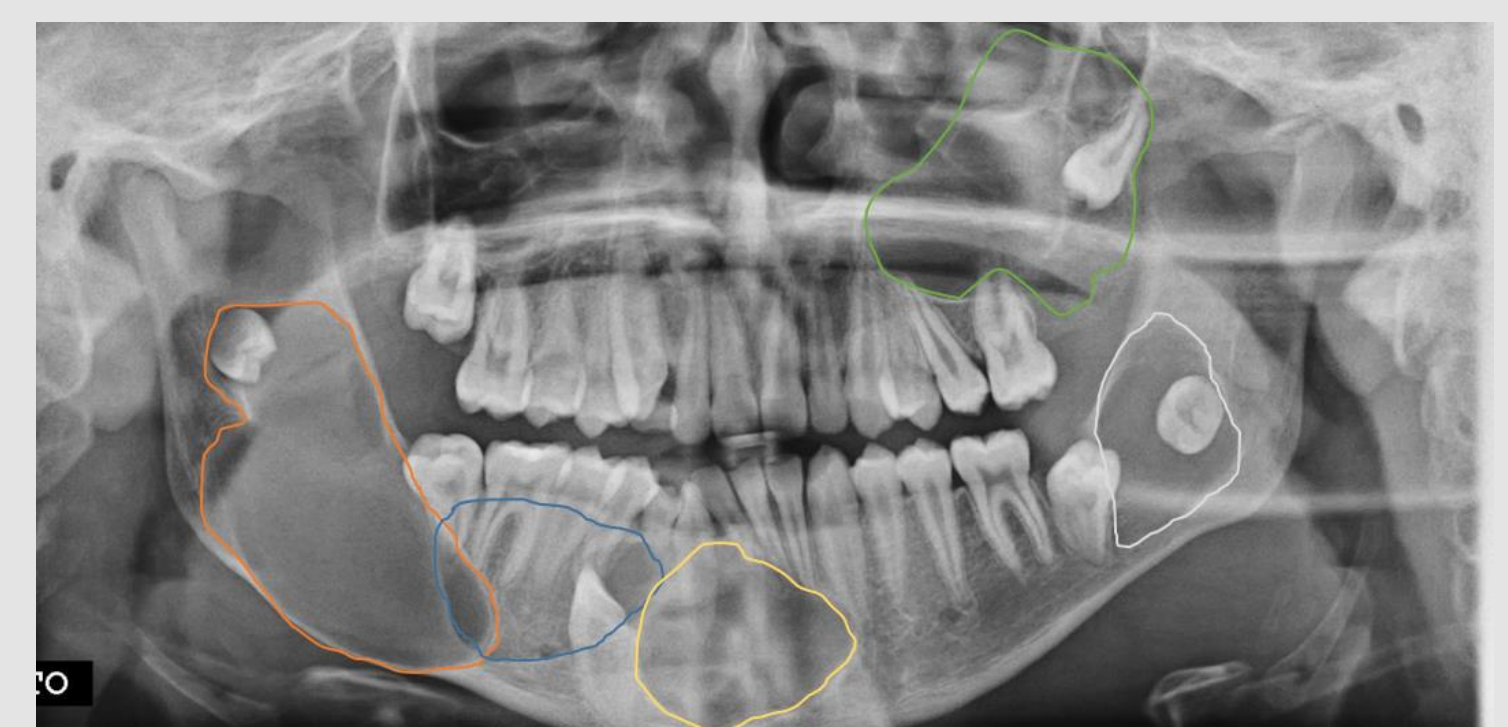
Ortopantomografia: de notar 5 lesões radiotransparentes, com associação óbvia a dentes em erupção (estádios de Nolla: 2.7 - 9, 3.8 - 5, 4.3 - 9 e 4.8 - 5).
